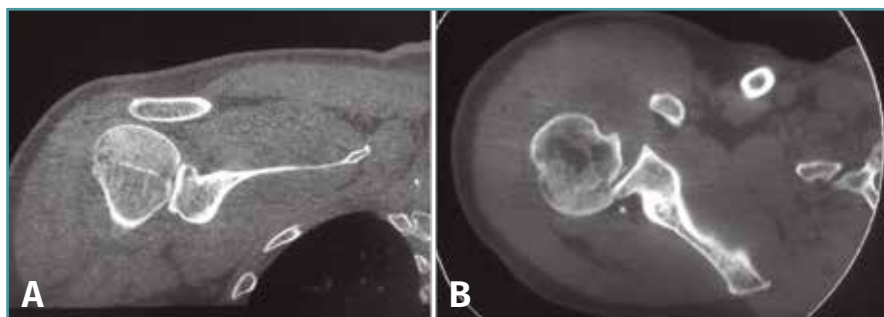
Cortes coronal (A) y axial (B) de la tomografía computarizada en los que se observan las lesiones de Hill-Sachs y Bankart invertidas.
